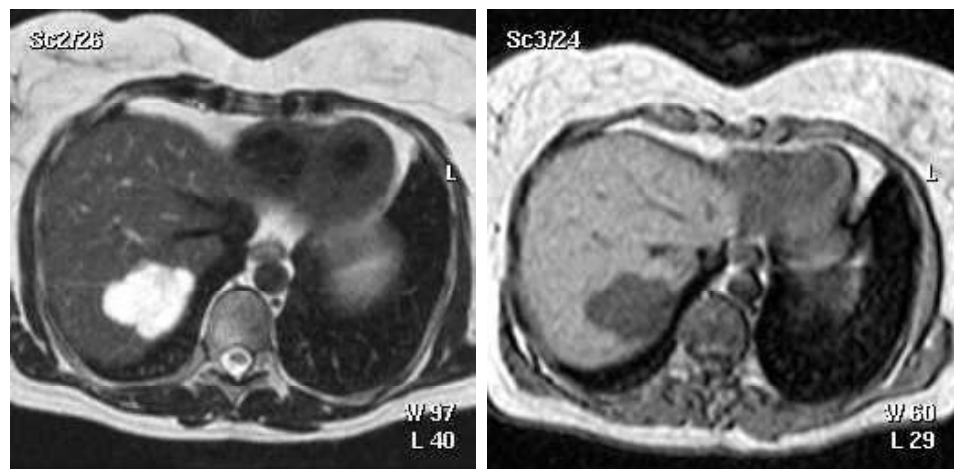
МР-томограммы печени больной Г. Аденома правой доли печени. Высокий сигнал в T2, низкий сигнал в T1.
